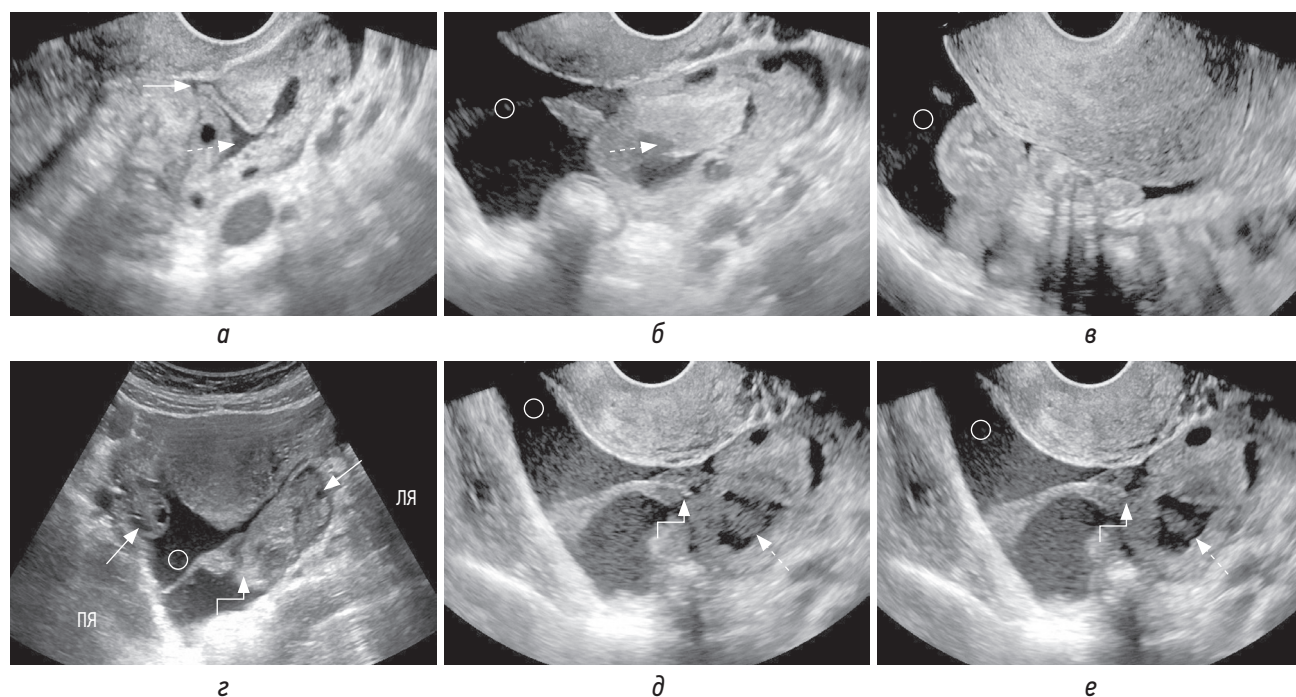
Пациентка 27 лет поступила с болью в области малого таза. При трансвагинальном УЗИ (а, б) в левом яичнике определяется спавшаяся полость (а, пунктирная стрелка) неправильной формы с сомкнутым местом разрыва (стрелка), во время исследования полость (б, пунктирная стрелка) увеличилась в размерах за счет кровотечения и увеличилось количество несвернувшейся эхогенной крови (круг) в малом тазу. Трансвагинальная (в) и трансабдоминальная (г) сонограммы: эхогенная кровь в позаиматочном пространстве (круг). Увеличенный левый яичник с наличием полости с геморрагическим содержимым и сгустком, свисающим от места разрыва (г, уступ со стрелкой). На трансвагинальных (д, е) сонограммах: эхогенная кровь в позаиматочном пространстве (круг), увеличенный левый яичник с наличием полости с геморрагическим содержимым (пунктирная стрелка) и сгусток, начинающийся от места разрыва яичника (уступ со стрелкой)
